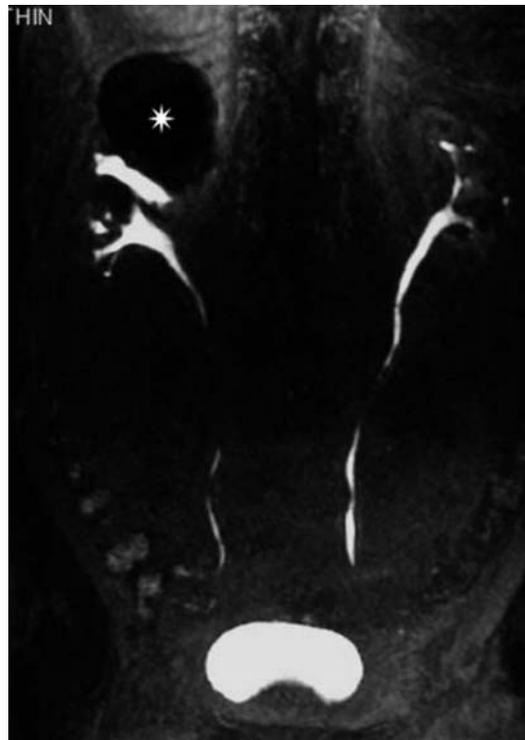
Uro-RM. Ricostruzione MIP delle vie escretrici visualizzate dopo iniezione di mdc. Al polo superiore del rene destro è presente una cisti corticale (asterisco)
